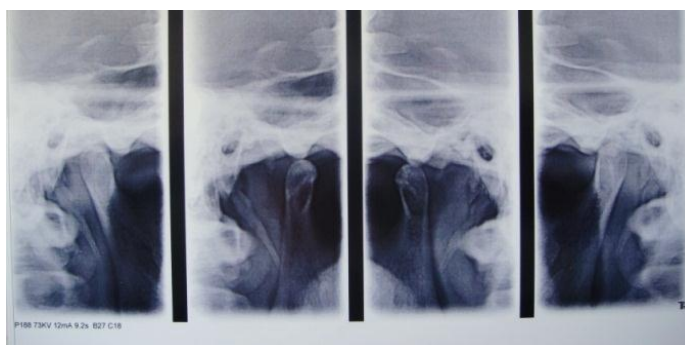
Рентгенограмма пациентки с окклюзионной шиной
